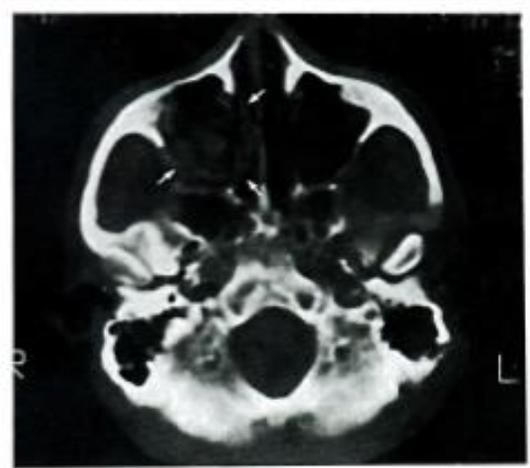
Rastreo de tomografía computarizada de un quiste odontógeno maxilar calcificante (derecha) (flechas).
